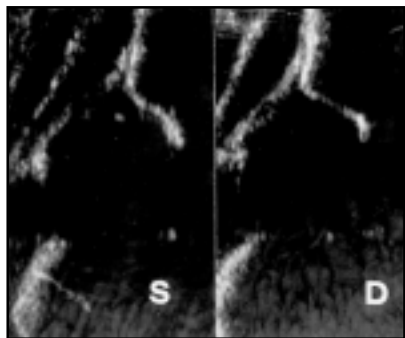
Ecografia delle anche di bambino di due mesi con postura obbligata verso destra. L'anca sinistra, sede di limitata abduzione, presenta il promontorio acetabolare osseo più smusso e arrotondato del controlaterale (II tipo di Graf), per ritardo di maturazione.
